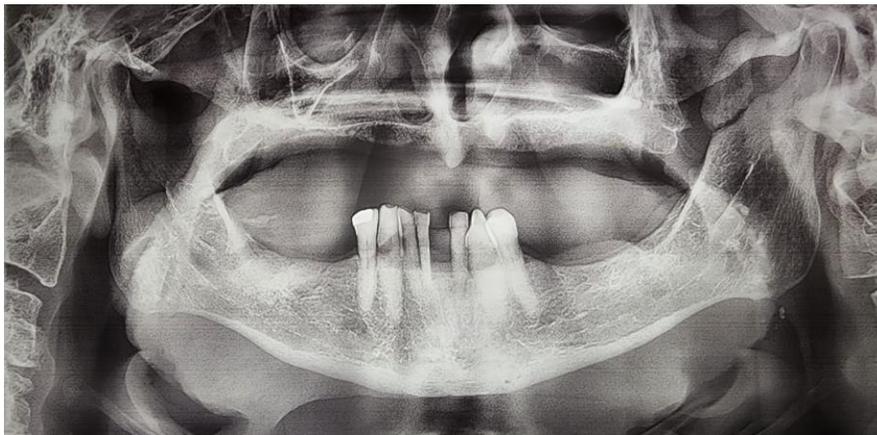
Ortopantomografía donde se observa claramente la fractura de la apófisis coronoides.
